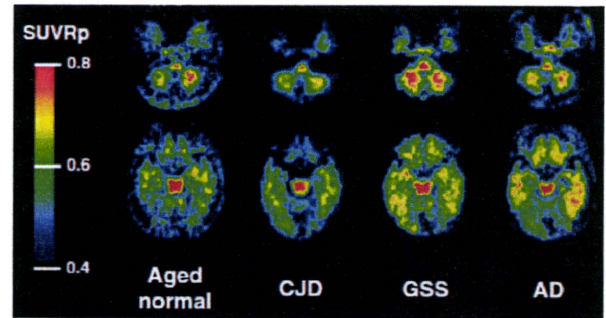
健常者、CJD、GSS および AD 患者の [C-11]BF-227 PET 画像。
